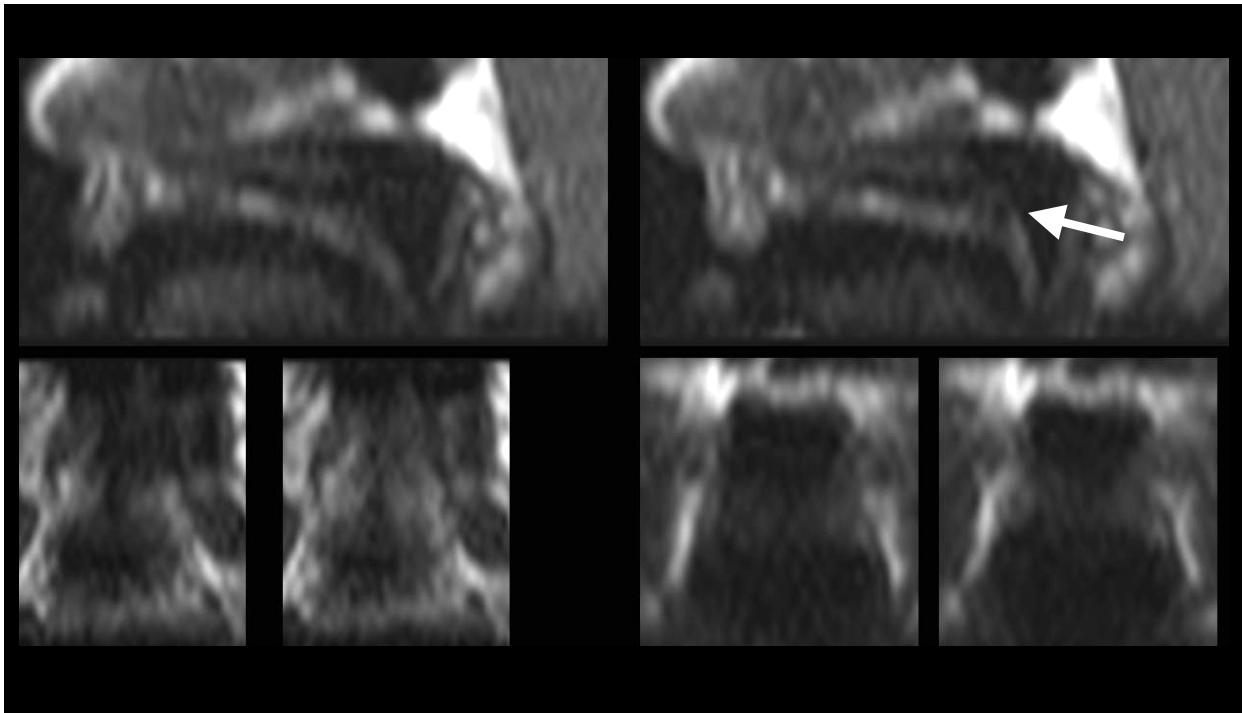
Abweichungen Hebung des Velums MRT-Video; Abbildung 43: Abweichungen Abstand zur RHW des Velums MRT-Video
